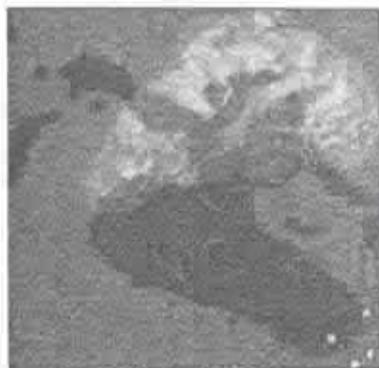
Tomografie 3D. Imaginea tumorii pancreatică și a vaselor magistrale.
